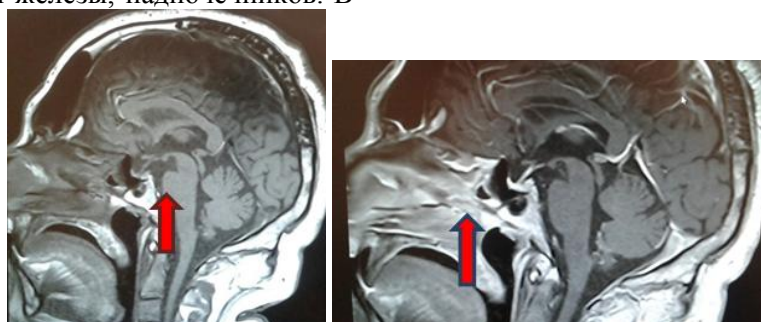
Больной Л. 42 лет. Диагноз: ЭД дисгормонального генеза. С-м «пустого турецкого седла». МР-томограммы в прямой и боковой проекциях
